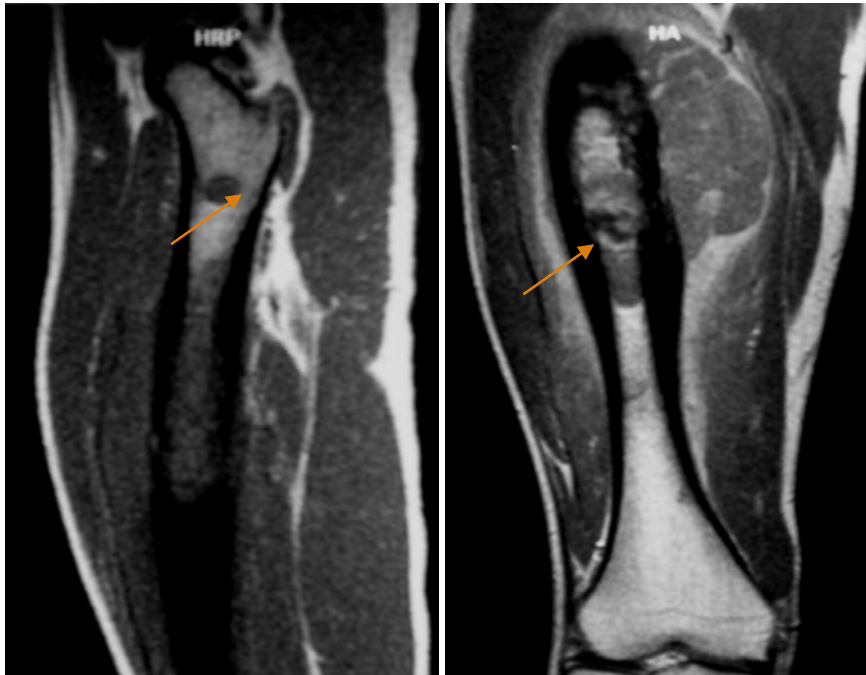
IRM du membre inférieur droit: Skip métastase d' un sarcome d'Ewing de la diaphyse fémorale droite : Franc hyposignal en T1
